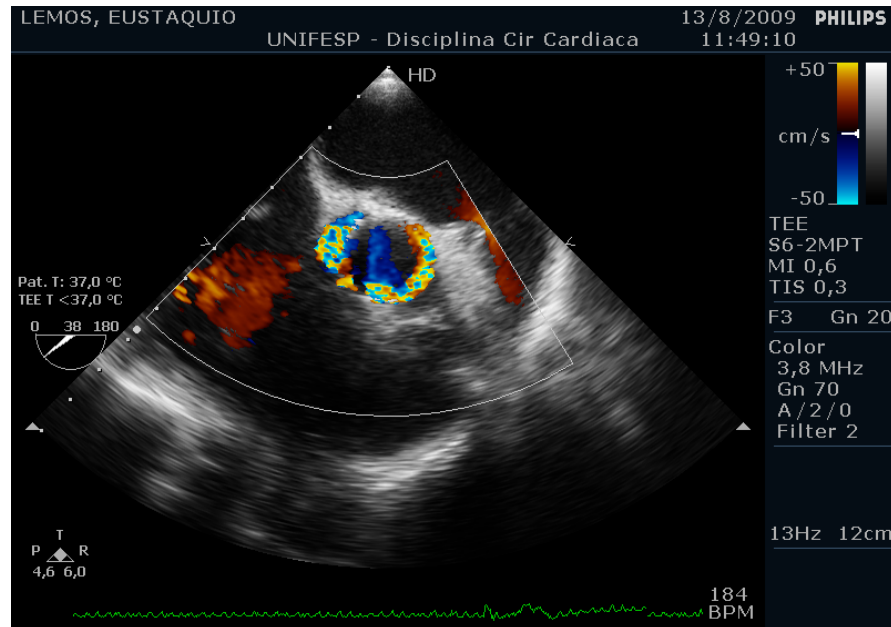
Ecocardiograma transesofágico pós-operatório com evidência de vazamento perivalvar.
